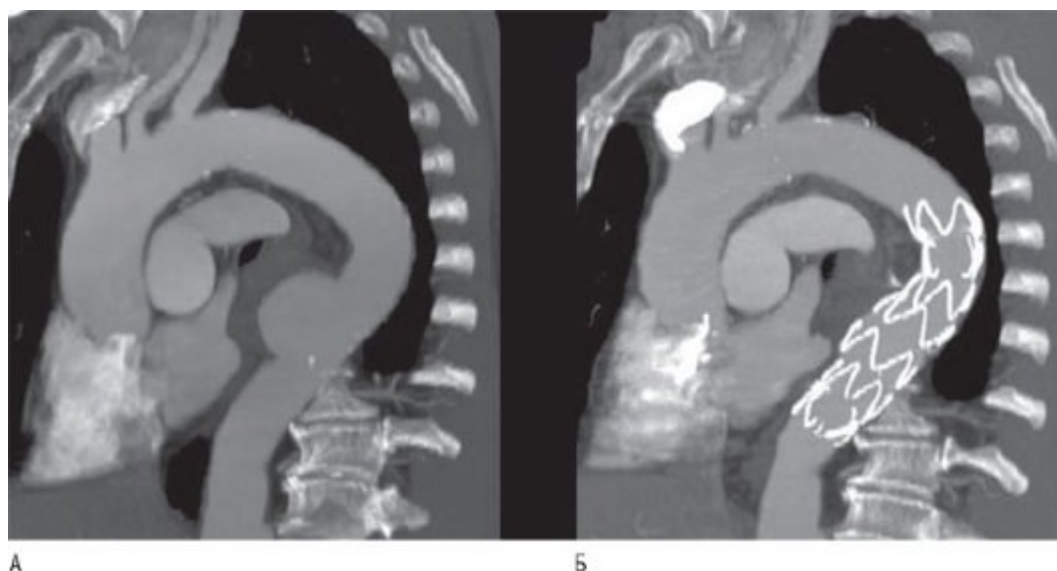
А - на КТ-ангиограмме показана ограниченная аневризма нисходящей грудной аорты у больного мужского пола средних лет, отобранного для операции по установке стента-графта. Б - через 1 год после успешного внутрисосудистого исключения аневризмы посредством установки стента-графта: заметное уменьшение в размерах прооперированной аневризмы, правильное положение стента-графта в стенке аорты.
